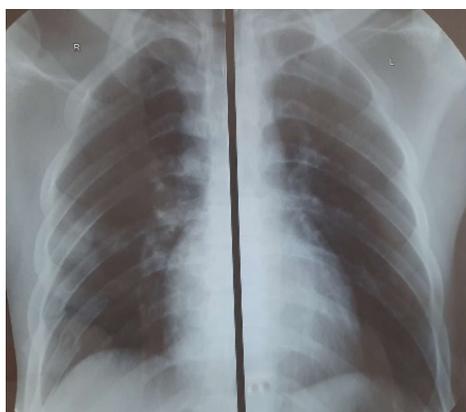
Рисунок №13. Рентгенография перед выпиской
